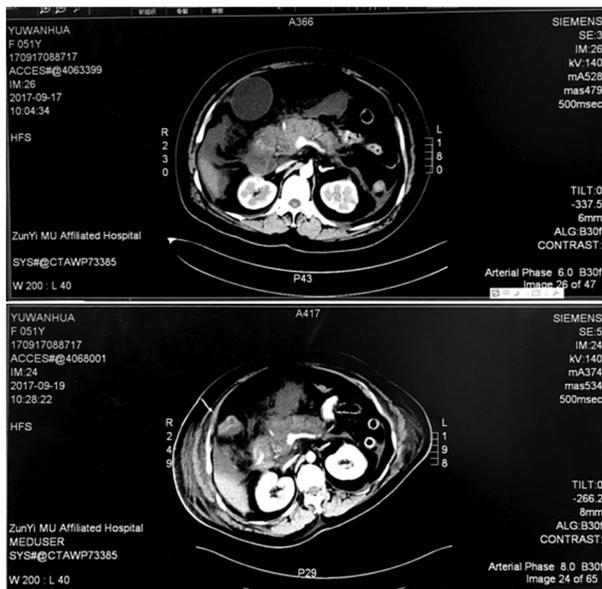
患者入院时(A)及入院后 48 h(B)胰腺 CT
